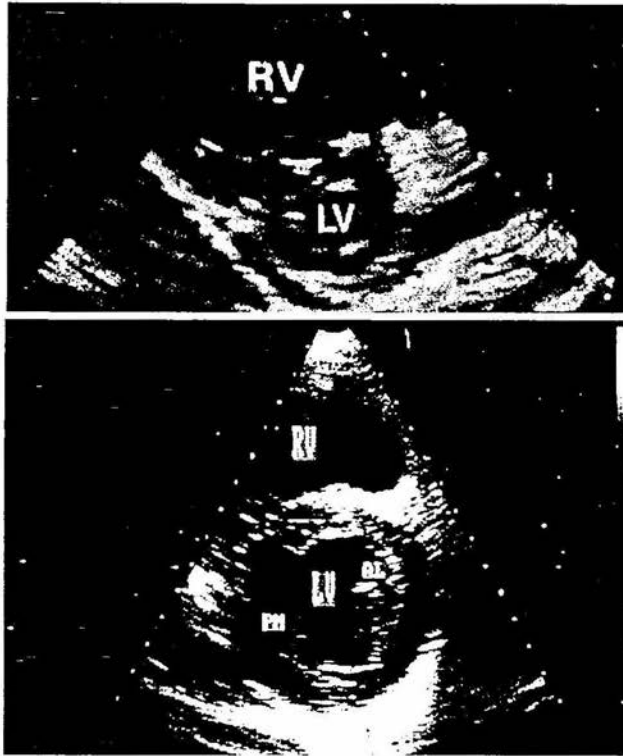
Ecocardiograma bidimensional de un paciente con sobrecarga de volumen del ventrículo derecho. Vista del eje corto obtenida a nivel de los músculos papilares donde se observa gran dilatación del ventrículo derecho (RV) con un ventrículo izquierdo (LV) disminuido de tamaño (imagen superior). En la imagen inferior se muestra la relación normal entre los ventrículos con volúmenes similares; AL, músculo papilar anterolateral; PM, músculo papilar posteromedial.
